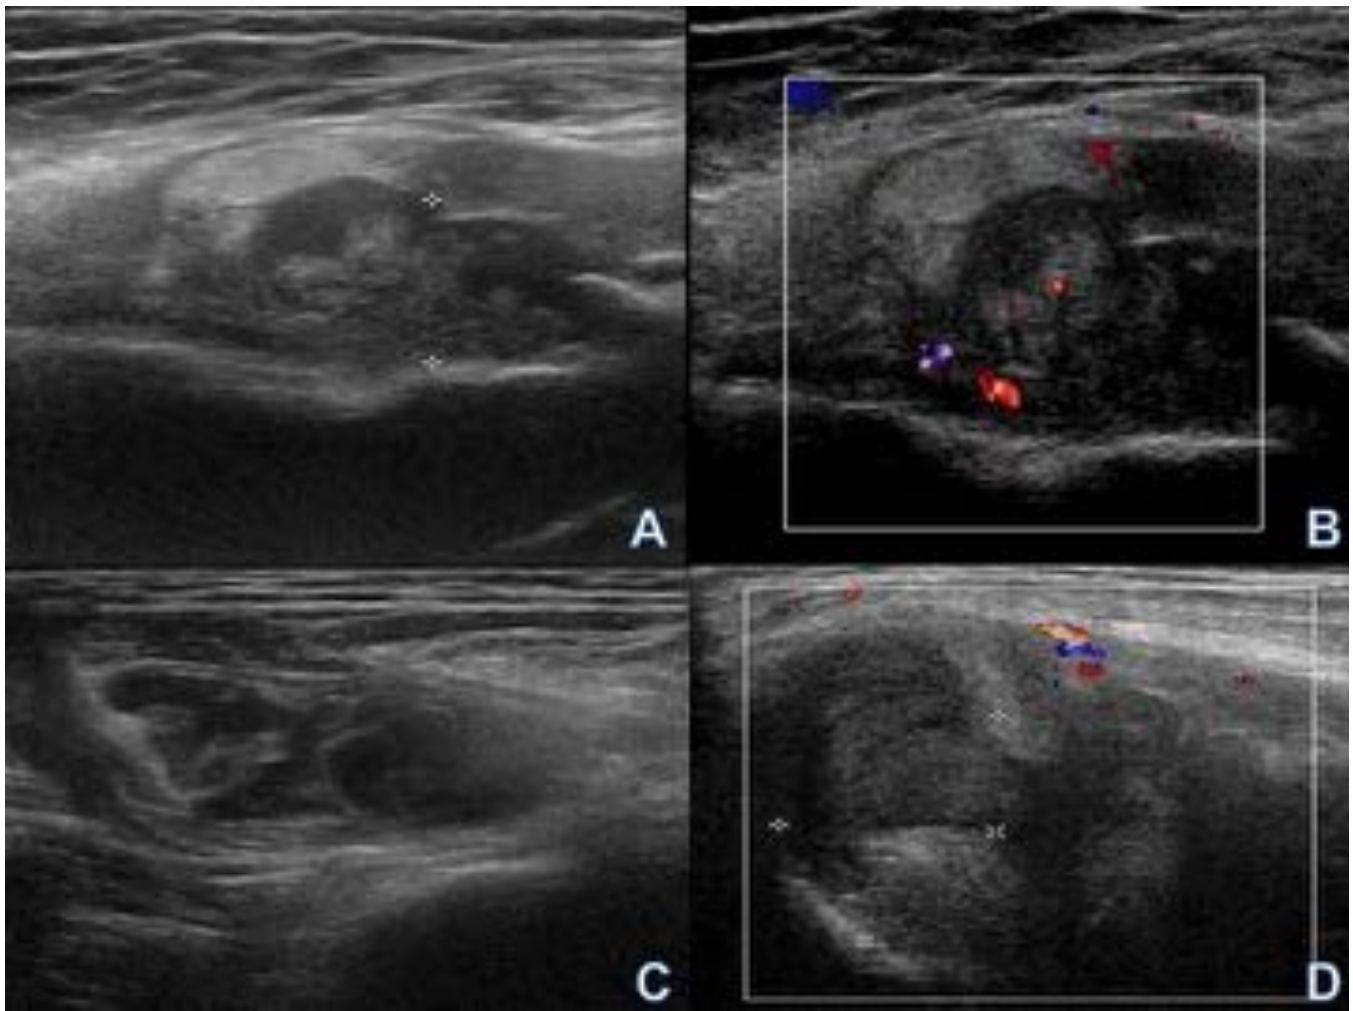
Caso 4 (ecografía del hemartros y +7 días del codo derecho) A y B: Marcada hipertrofia sinovial con abundante hemartros en el receso externo. C y D: Diminución de la hipertrofia sinovial, del hemartros y de la vascularización
